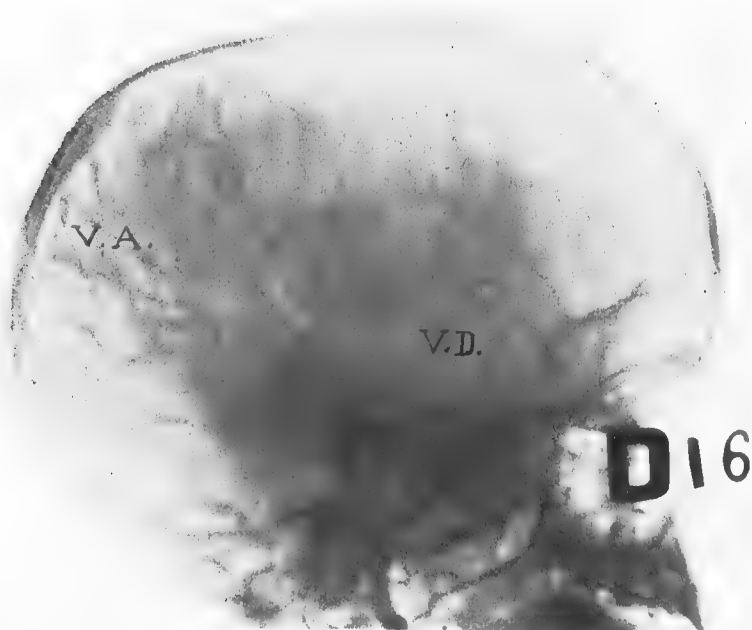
Phlébographie cérébrale à droite avec la même injection qui a donné l'artériographie de la fig. 2. Radiographie tirée deux secondes après la première. V. A. veines ascendantes. — V. D. veines descendantes. On voit deux artères temporales profondes (externes au crâne, dérivées de la carotide externe).
